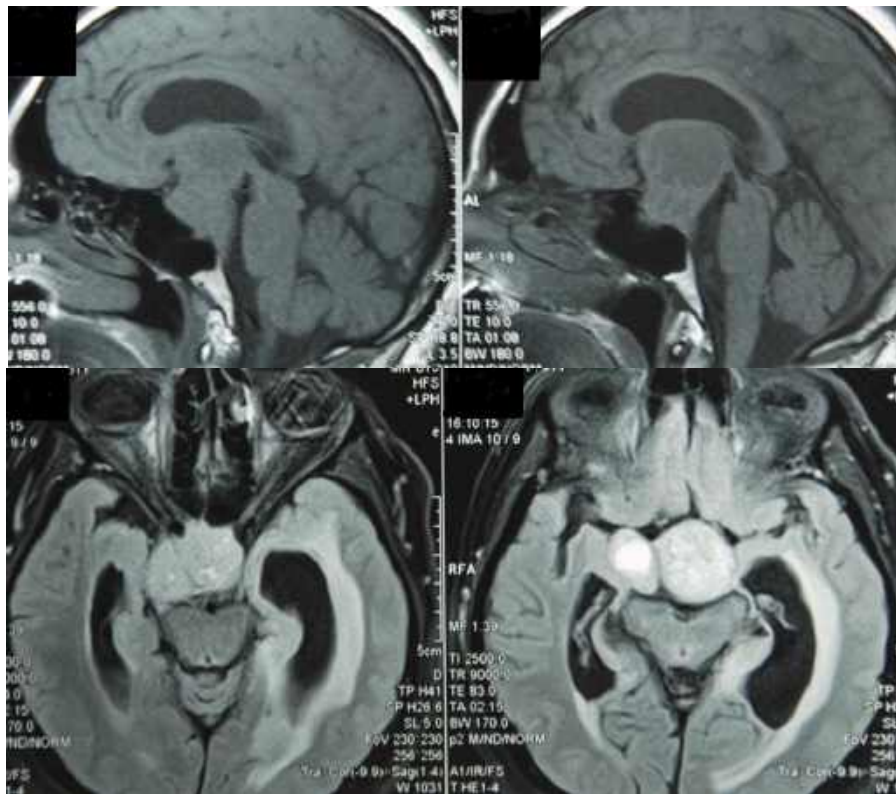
Спостереження №52. Хвора З-на, (історія хвороби №1425/2). Доопераційна первинна МРТ у хворої оперованої в 2 етапи із застосуванням комбінації трансфеноїдального та транскраніального підходів.
